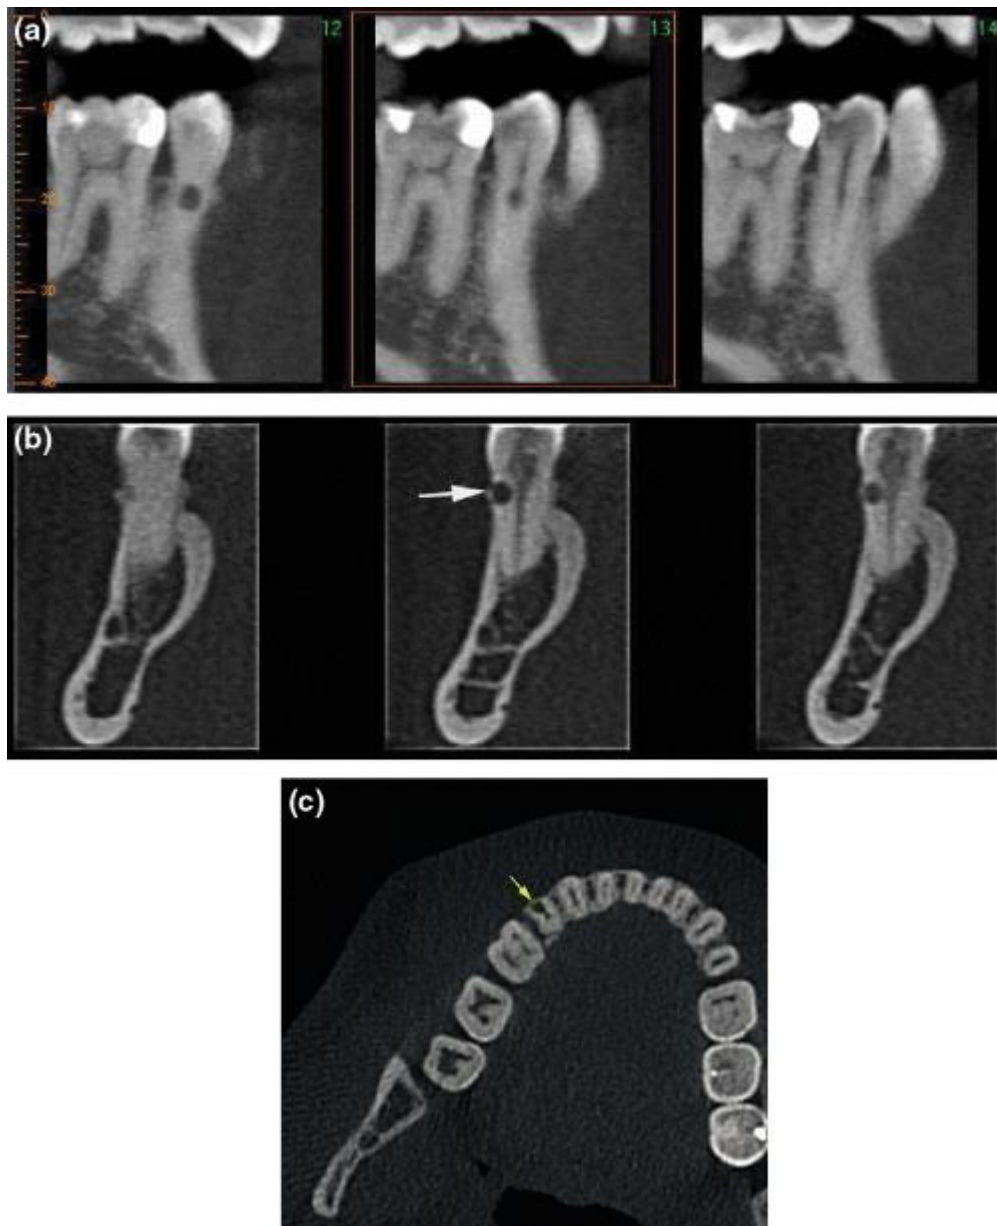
Tomografías computarizadas de haz cónico. (a) arriba a la izquierda, cortes sagitales; (b) arriba a la derecha, cortes coronales: la lesión de reabsorción no ha perforado el conducto radicular; (c) corte axial inferior izquierdo. Obsérvese la fina capa de hueso cortical que recubre la lesión de reabsorción (flechas amarillas).
